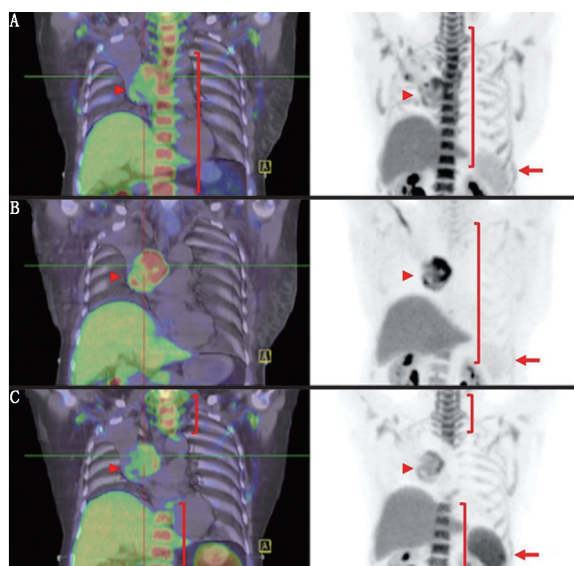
非小细胞肺癌化疗前后 3'-¹⁸F-氟-3'-脱氧胸腺嘧啶 PET/CT 系列显像图。A.基线时脾脏(箭头示)作为免疫细胞的储存库摄取较低,而增殖性骨髓(括号示)和右肺门的肿瘤(三角示)摄取较高;B.治疗早期可以观察到骨髓摄取降低(括号示),特别是在放疗野内,但脾脏低摄取(箭头示)和肿瘤高摄取(三角示)持续存在;C.放疗 3 个月后,放疗野以外(括号示)的骨髓增殖已经恢复,但脾脏摄取增加(箭头示),肿瘤摄取减少(三角示)。这一现象潜在反映了免疫细胞的增殖,代表了对肿瘤相关抗原释放的免疫反应
